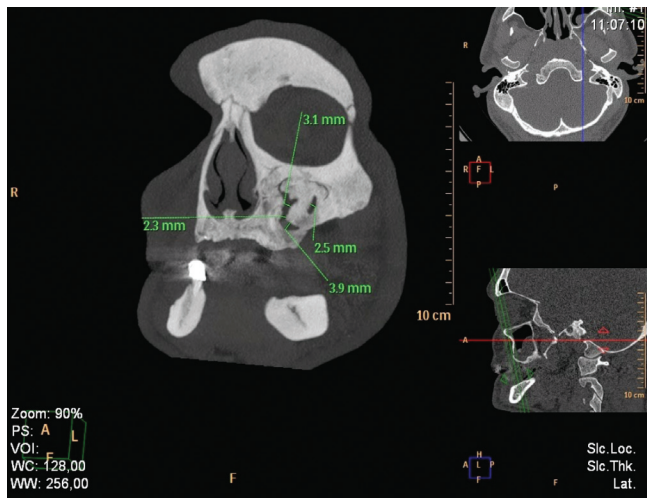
На МСКТ отчетливо определяется инородное тело в левом верхнечелюстном синусе и деструкция передней стенки синуса
